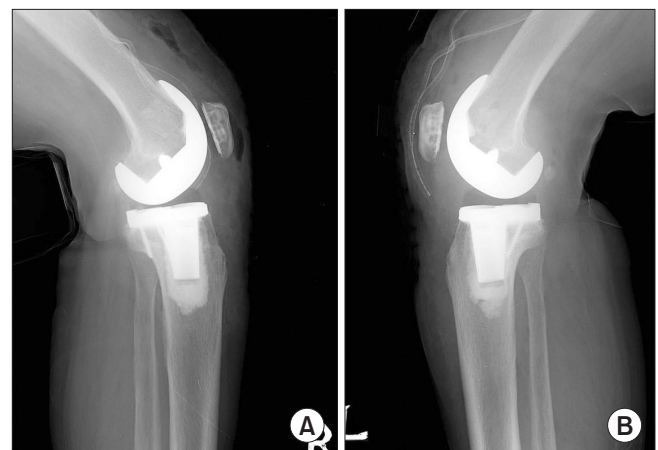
Placement of either the intra-articular indwelling (A) or the subcutaneous indwelling drain (B) is shown on the lateral X-ray.
